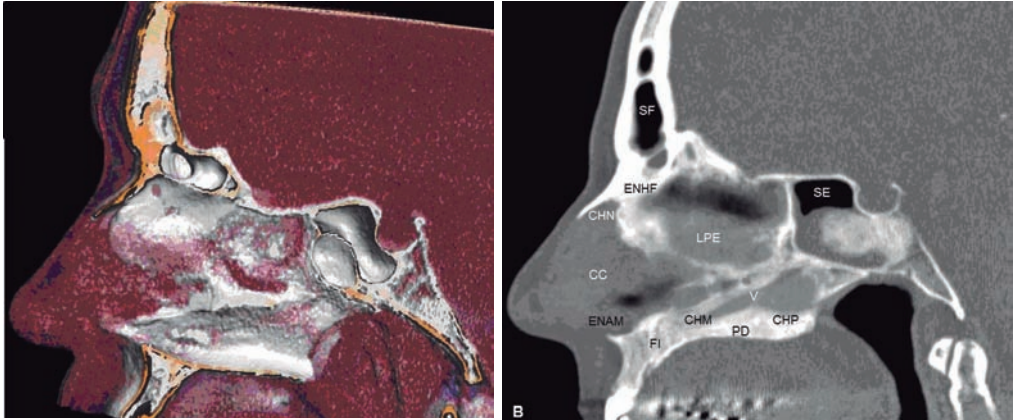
TC con reconstrucción 3D VR de hueso (A) y MPR (B), ambas sagital en línea media nasal. SF: seno frontal; ENHF: espina nasal del hueso frontal; CHN: cresta del hueso nasal; LPE: lámina perpendicular del etmoides; SE: seno esfenoidal; CC: cartílago cuadrangular; V: vómer; PD: paladar duro; CHP: cresta del hueso palatino; CHM: cresta del hueso maxilar; FI: foramen incisivo; ENAM: espina nasal anterior del maxilar.
